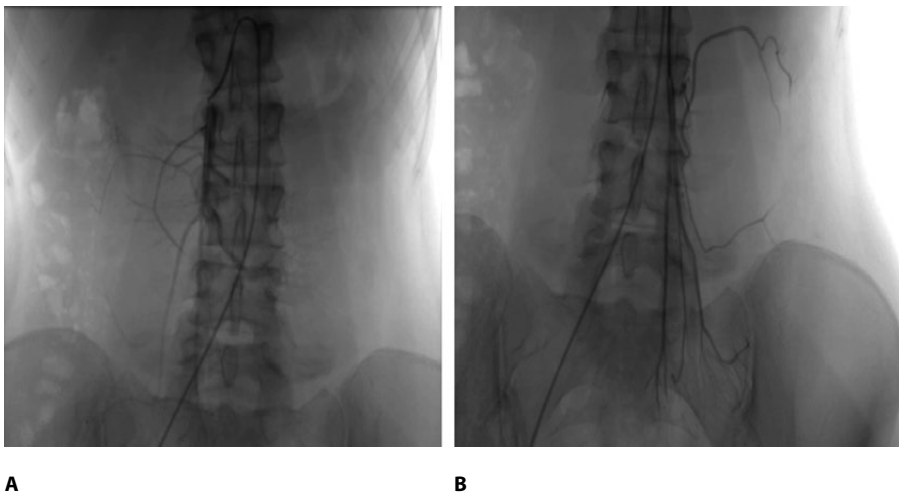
Мезентерикография с последующей инфузией БМКП пациенту II: А – верхняя, В – нижняя
